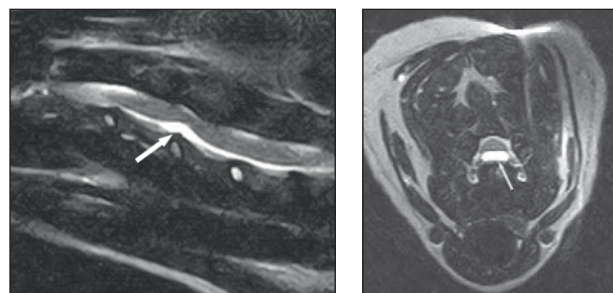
MRT: T2 transversal (1b) und sagittal (1a): Halswirbelsäule von einem 9 Jahre alten Pudeln mit Bandscheibenzyste zwischen C4-C5. Die Zyste liegt median direkt oberhalb der Bandscheibe und komprimiert nur dezent das Rückenmark (Pfeil).
